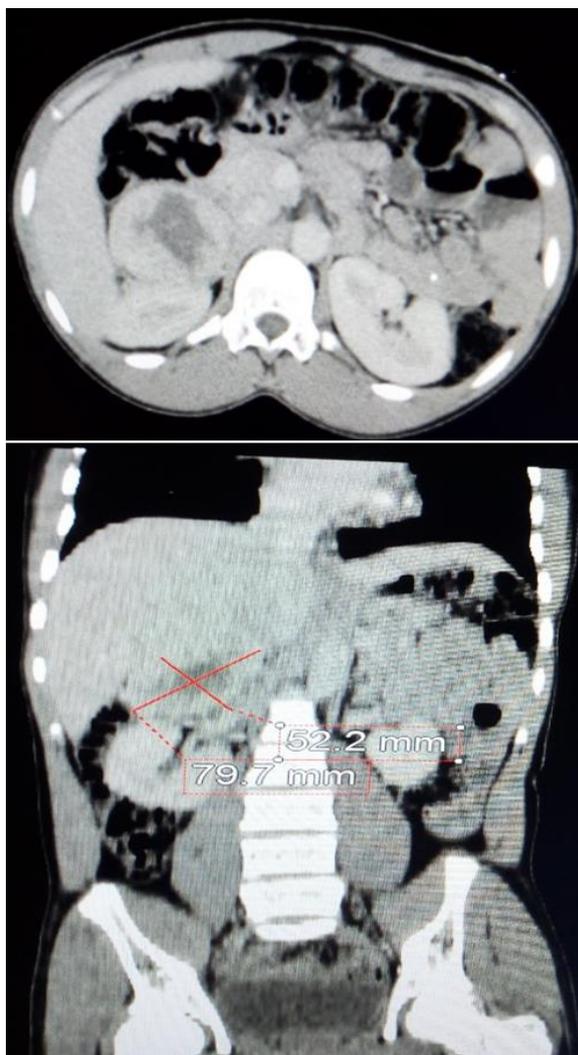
TDM abdominale avec acquisition des images au temps portal, en coupe axiale et reconstruction coronale en fenêtre parenchymateuse montrant une masse surrénalienne nécrosée droite de 79 x 67 x 53mm.
